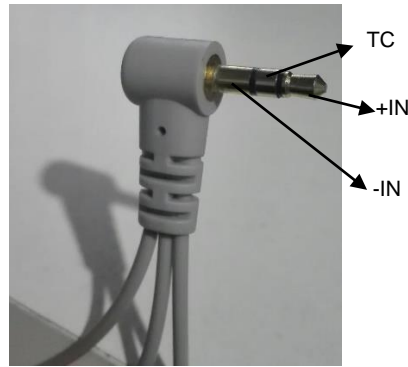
Se muestra la entrada de los electrodos. 1) -IN: Entrada negativa según la derivada. 2) +IN: Entrada positiva según la derivada. 3) TC: Tierra común, es el tercer electrodo usado como referencia para el sistema.
